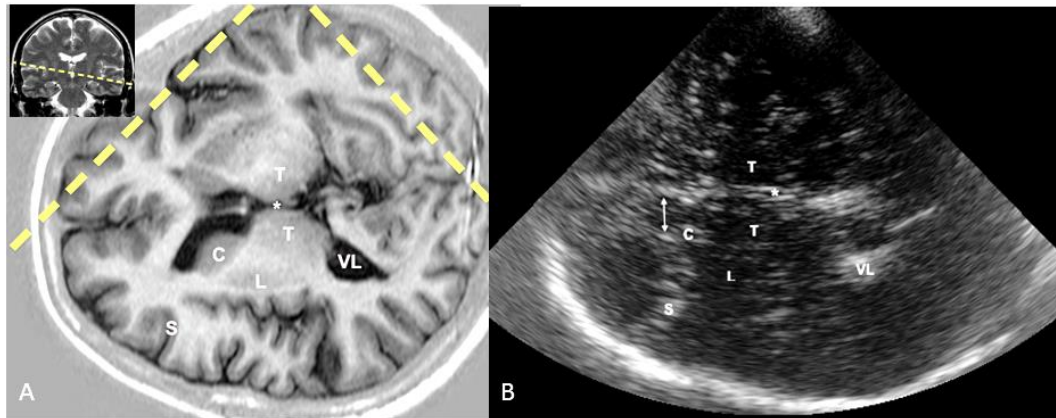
Imágenes correspondientes al plano talámico mediante resonancia magnética (A) y ecografía transcraneal (B). T: tálamo; C: caudado; L: lenticular; S: Silvio, VL: ventrículo lateral; Flecha: diámetro del asta frontal.
